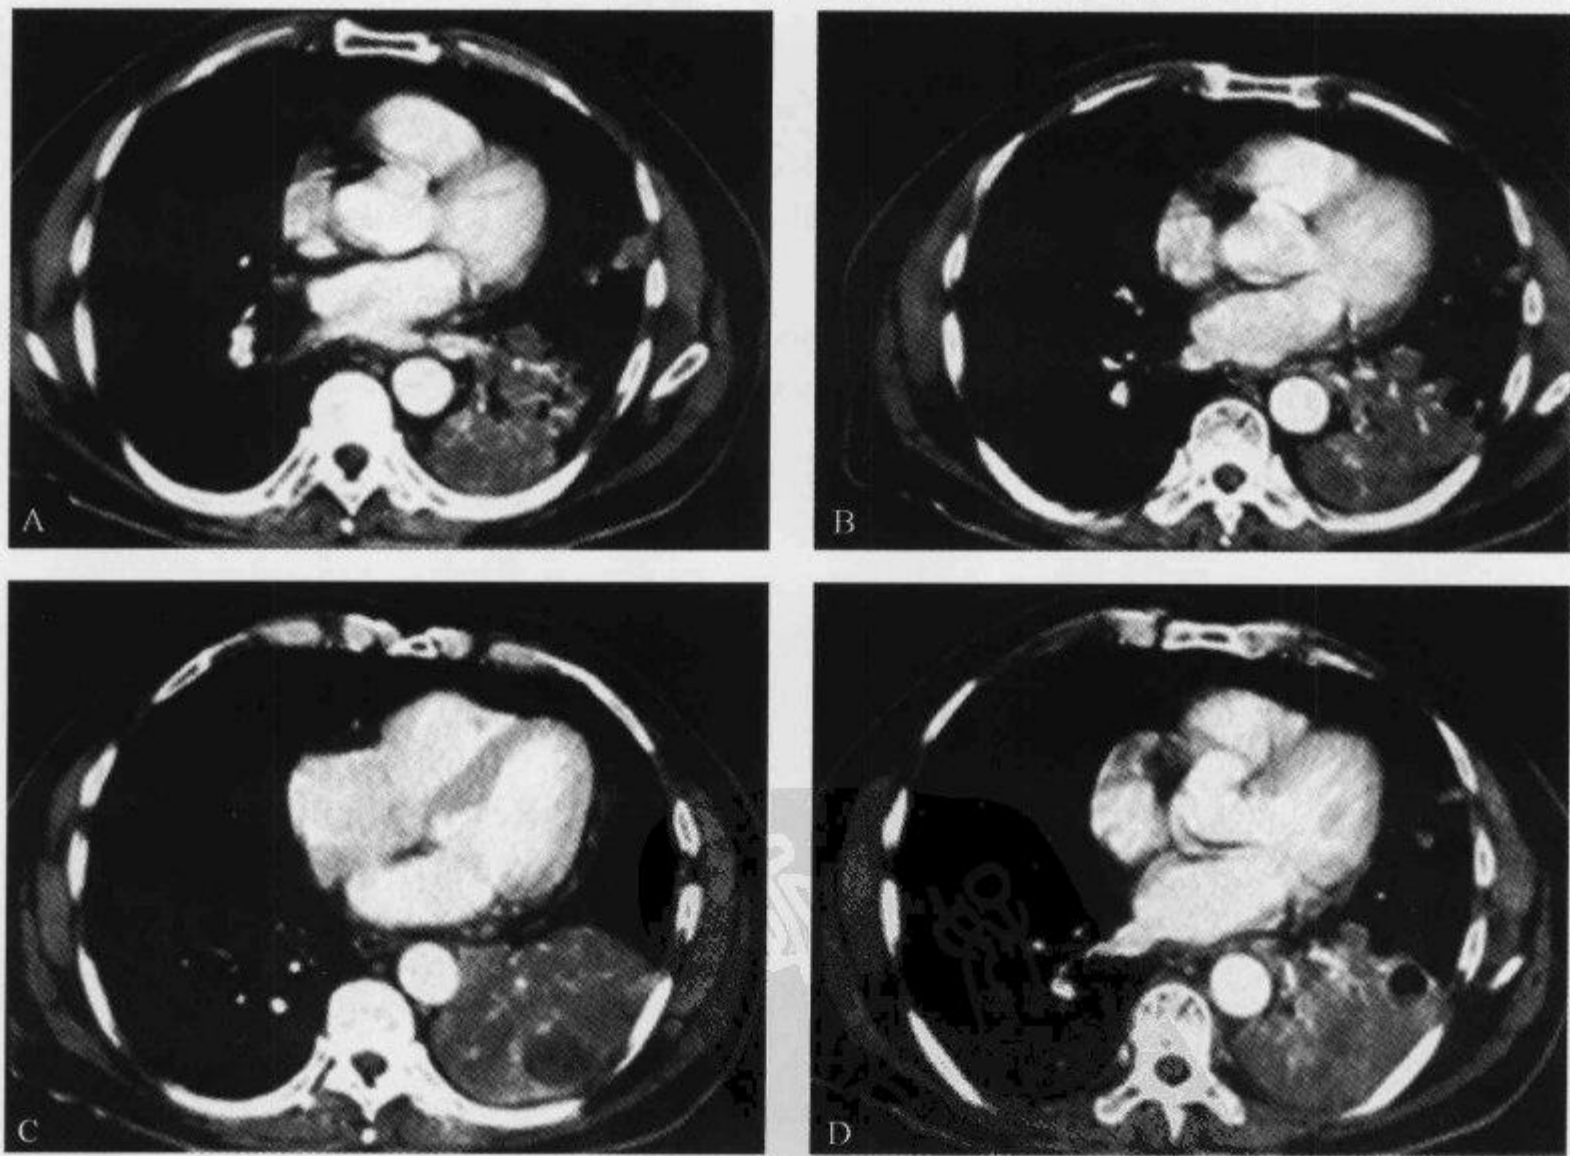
CT 增强示“CT 血管造影征”
